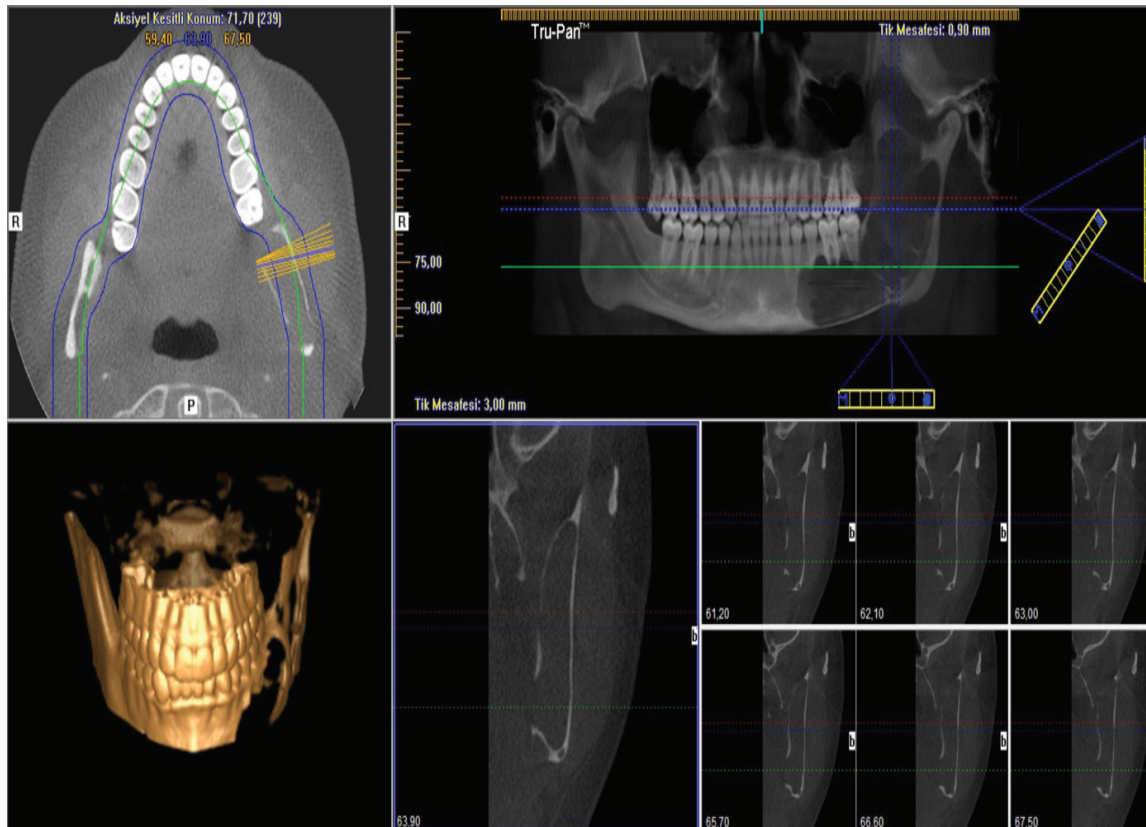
CBCT Images of the Patient at Admission Demonstrating Intact Buccal and Lingual Bone Walls.
